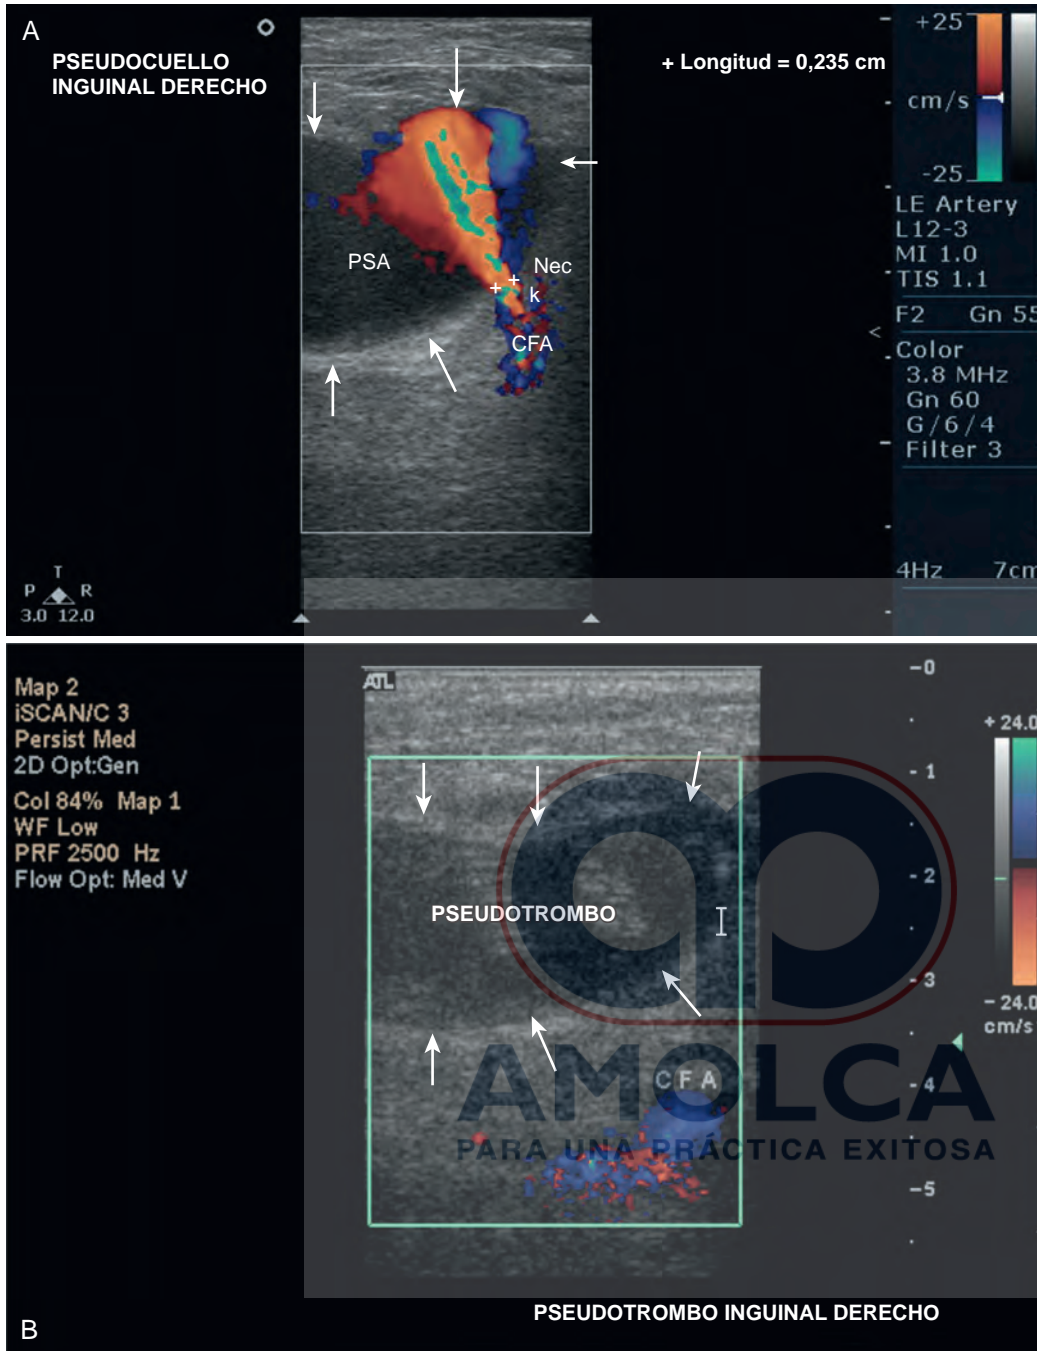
Pseudoaneurisma. A, ecografía Doppler a color mostrando un pseudoaneurisma (PSA) que se comunica con la arteria femoral común (CFA) a través de un cuello corto. B, ecografía Doppler a color de un paciente luego de inyección de trombina guiada por ultrasonido, que muestra un pseudoaneurisma trombosado sin comunicación con la arteria femoral común (CFA).
